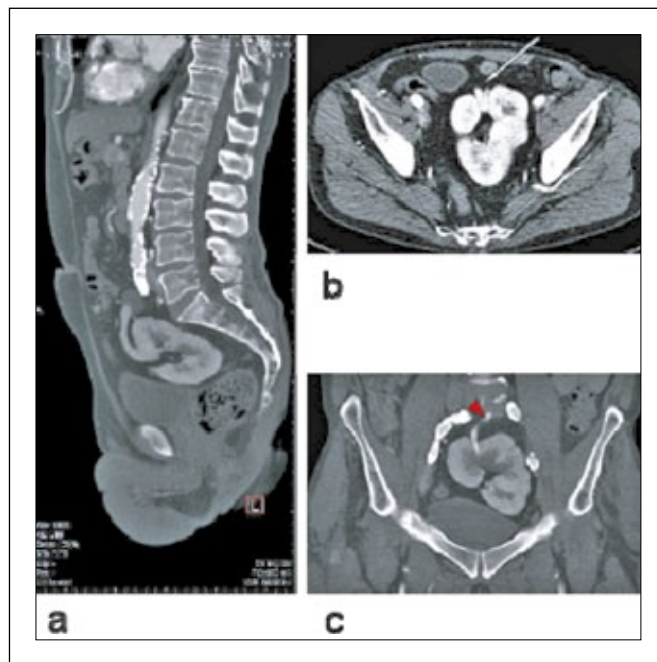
CT-Angiographie. (a): Sagittale Schnittebene mit Darstellung der ventralen Ausrichtung des Hilus; (b): axiale Schnittebene mit Visualisierung beider Äste der Nierenarterie (weißer Pfeil); (c): koronare Schnittebene mit Darstellung einer Nierenarterie (roter Pfeil) und der lobulierten Oberfläche der Kuchenniere.
